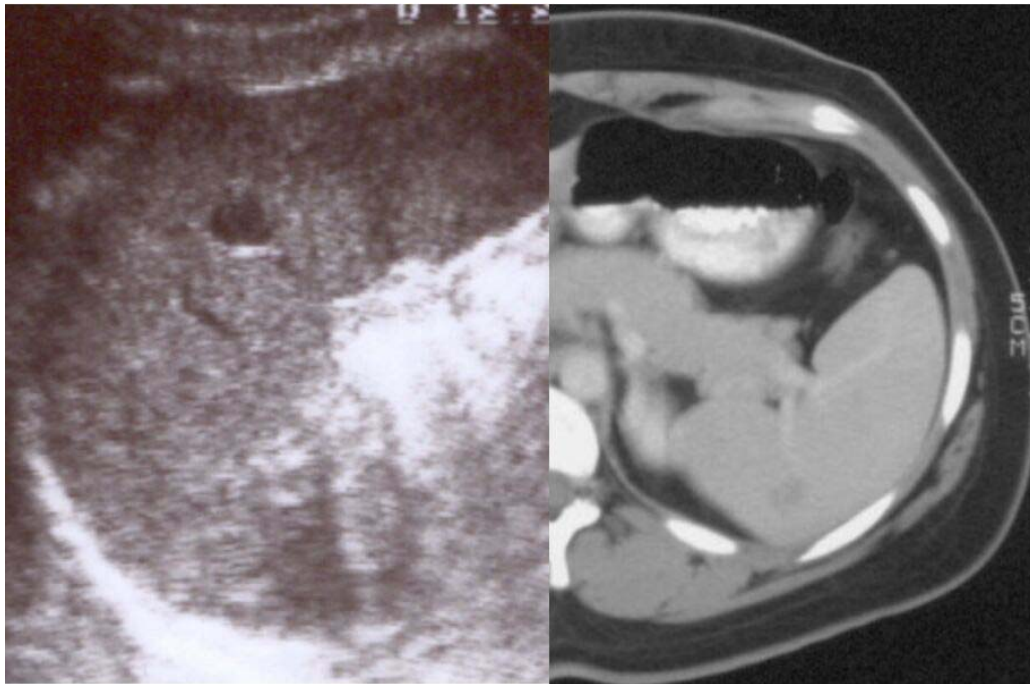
Wiederum solitärer echoarmer Milzherd sonographisch nachweisbar; gleichfalls ist dieser Milzherd in der CT als hypodenses Areal erkennbar
